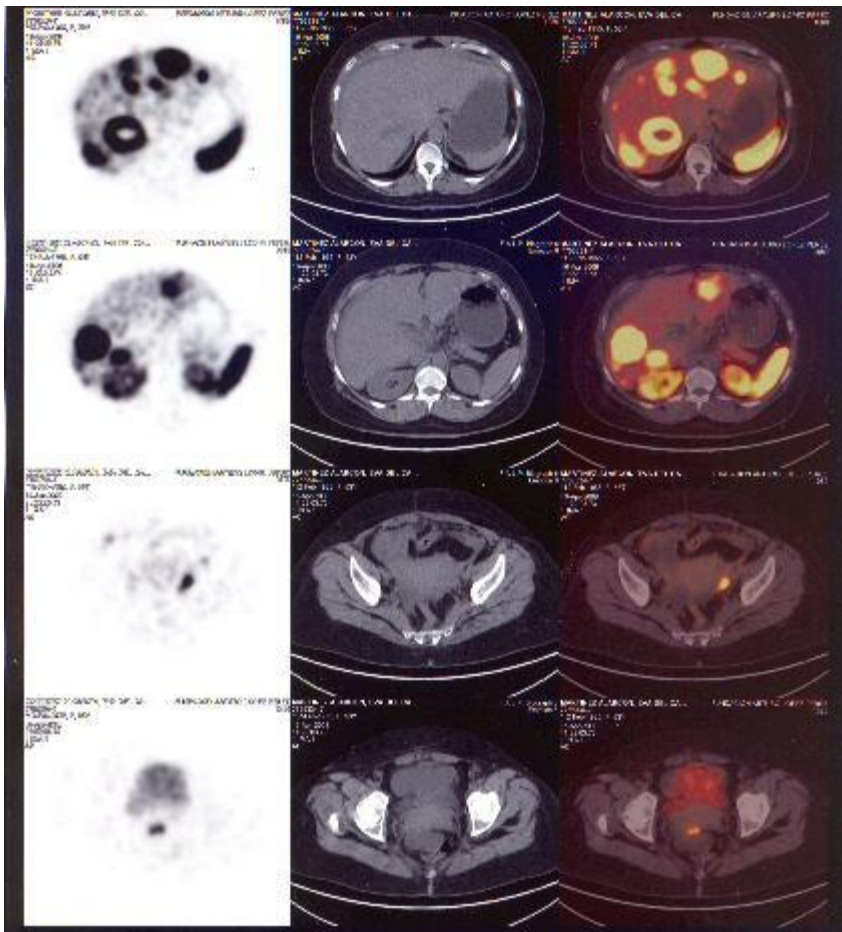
PET/TC de tumor carcinoide.
